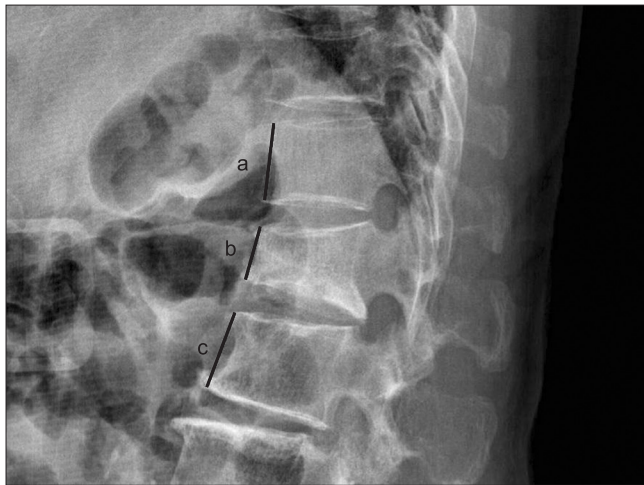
Measurement methods for the compression rate on simple X-ray. Compression rate=(m-b)/m×100. a, anterior vertebral height of upper vertebra; b, anterior vertebral height at the fracture level; c, anterior vertebral height of lower vertebra; m, mean value of a and c.
